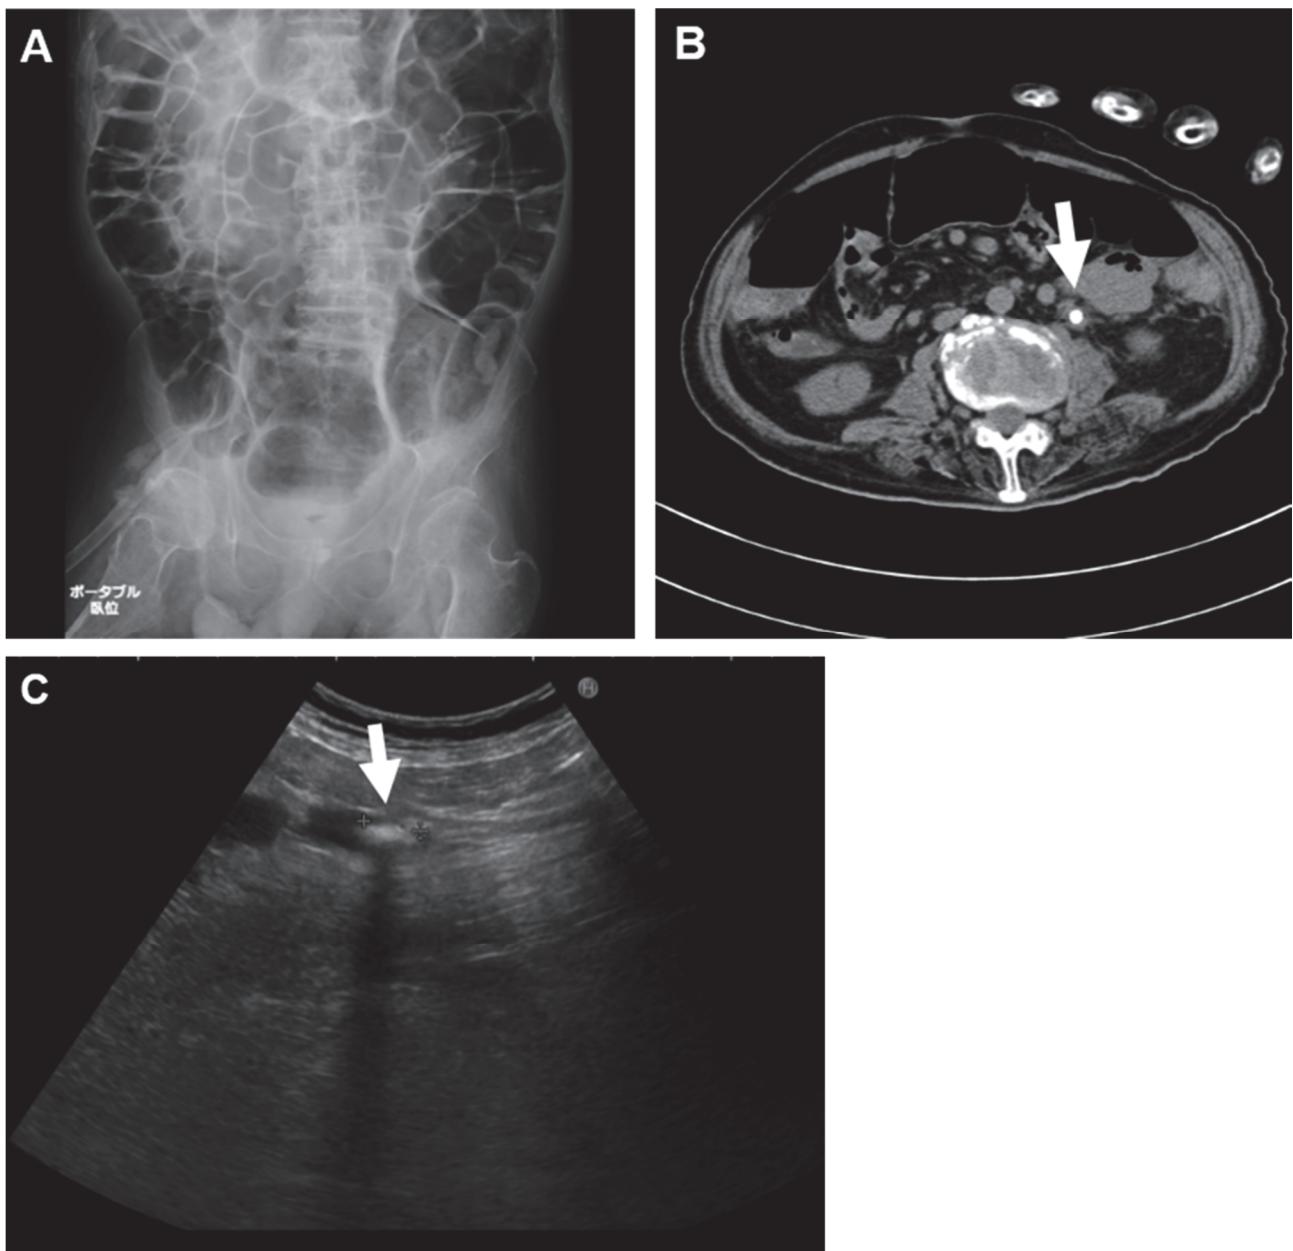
症例4の腹部単純写真、CT画像と術前US画像
